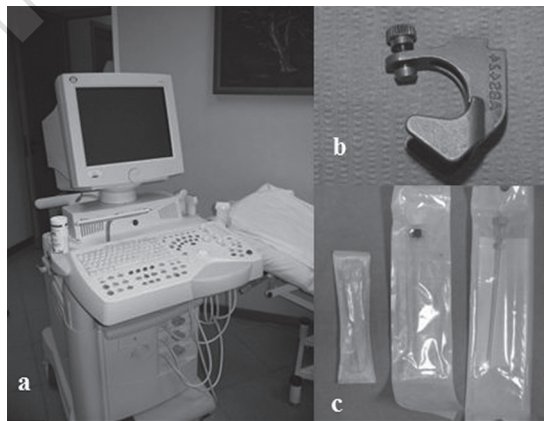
A) Modern ultrasound machine with a high-resolution linear array probe; B) sterilizable transducer control handle for use with different needle calibers; C) needles of different caliber and length.
